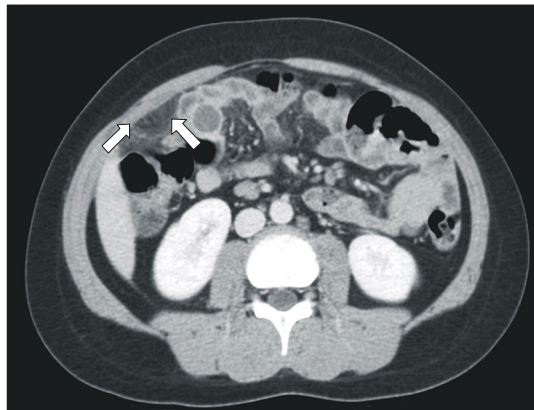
Abdominal Computed tomography shows fatty mass surrounded by hyperattenuated ring on right lower quadrant area.
